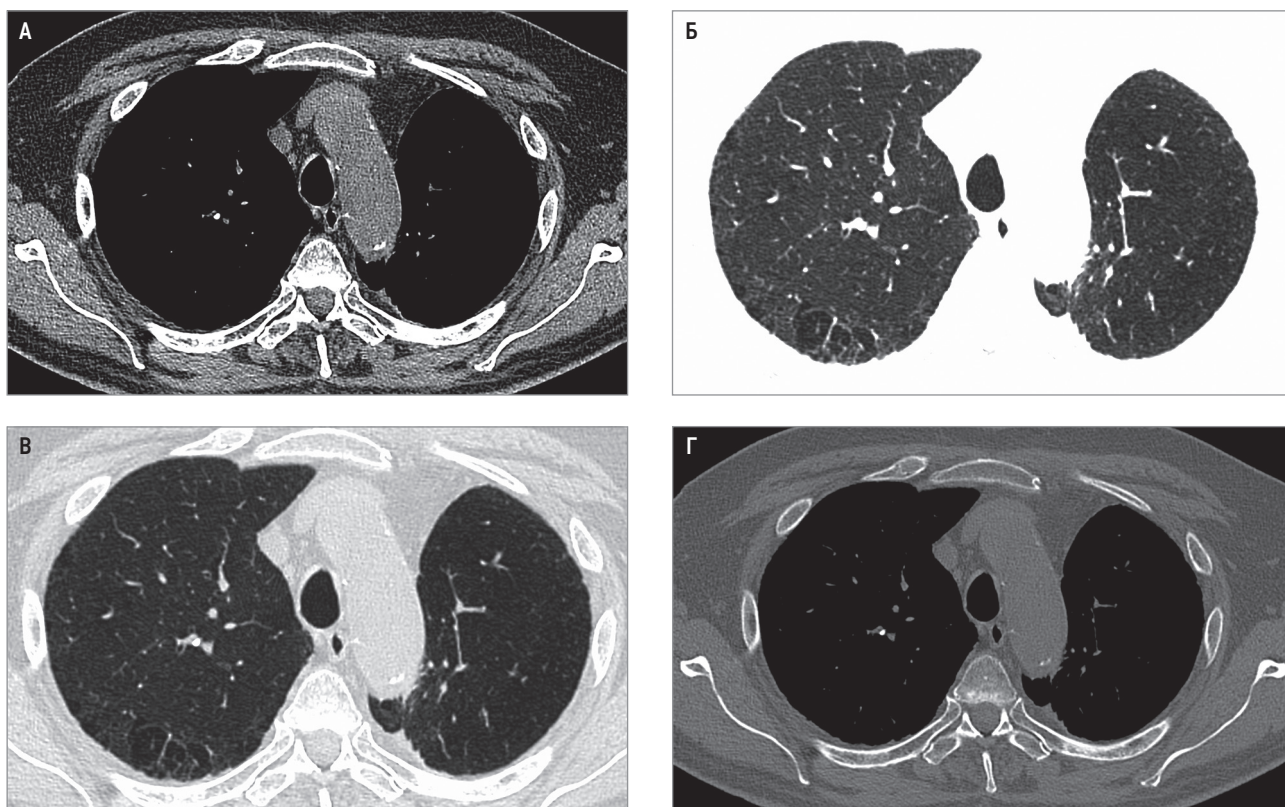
КТ грудной клетки: А – мягкотканное окно; Б – легочное окно; В – плевральное окно; Г – костное окно
